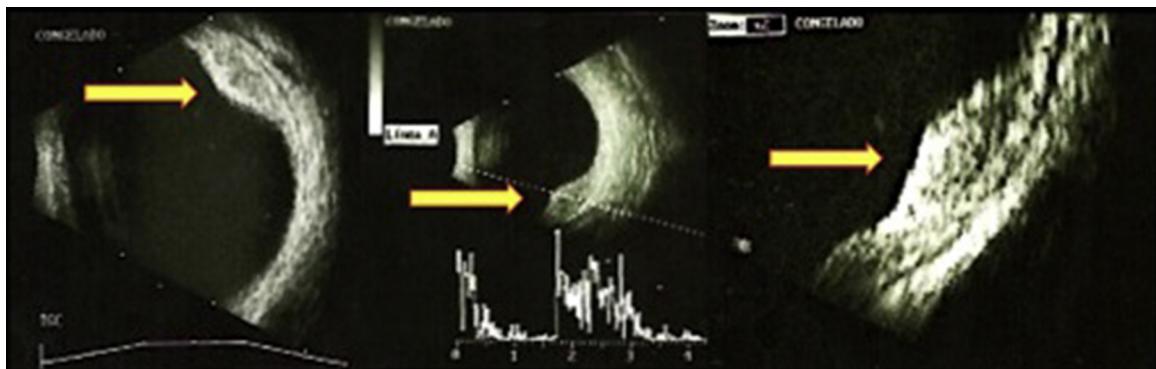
Ecografía modo A/B del OD en la que se observa una masa localizada en coroides, sobreelevada, de contorno irregular, de reflectividad interna moderada, con engrosamiento localizado en coroides, de patrón vascular bien delimitado, bilobulado, subretiniano, con desprendimiento de retina exudativo.
